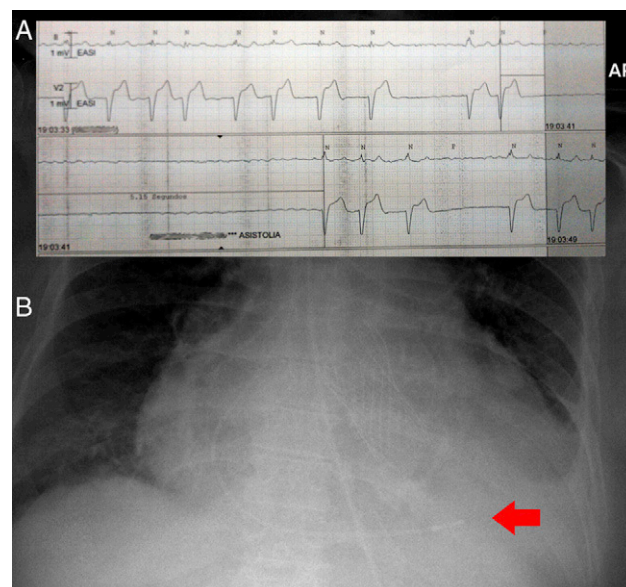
A) Episodio de asistolia de hasta 5 s. B) Radiografía de tórax que muestra electrodo (flecha) a nivel del ápex ventricular derecho.
